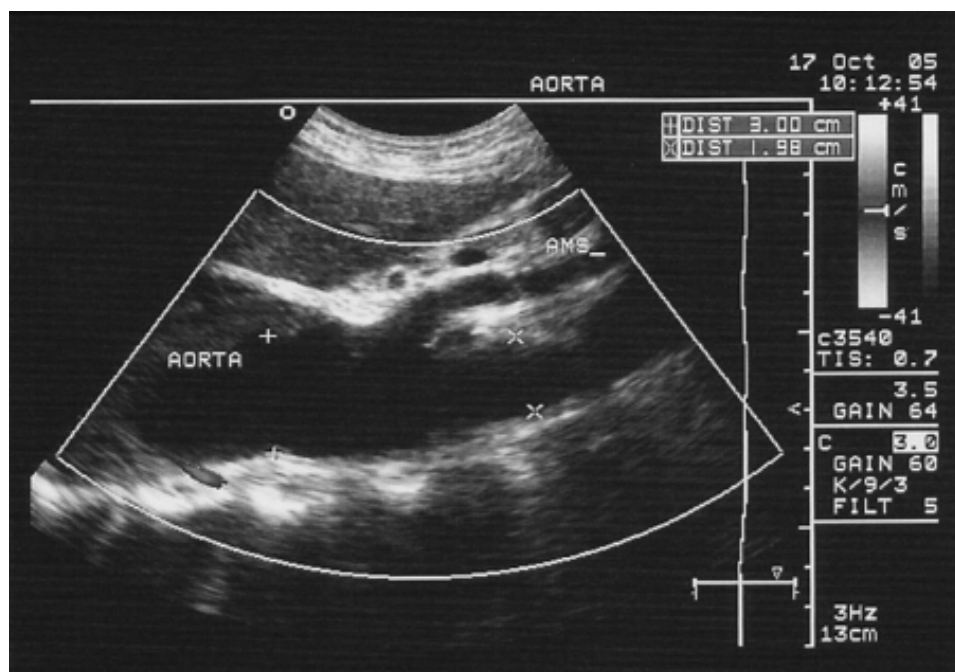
Ultra-sonografia de abdome, mostrando continuidade da dilatação da aorta torácica até artéria mesentérica superior
